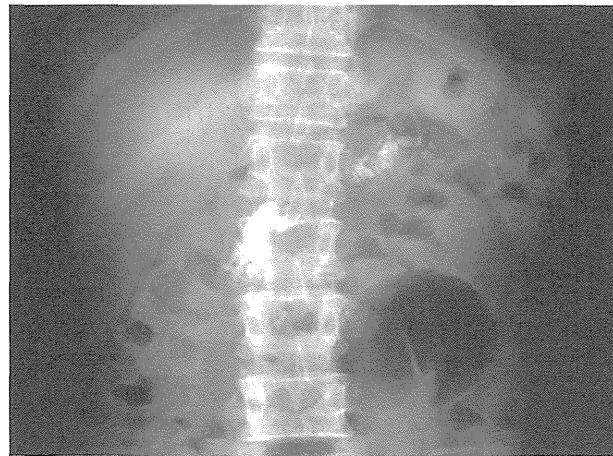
膜石の腹部単純X線検査。第1腰椎から第2腰椎にかけて不整形の石灰化像を認める。
